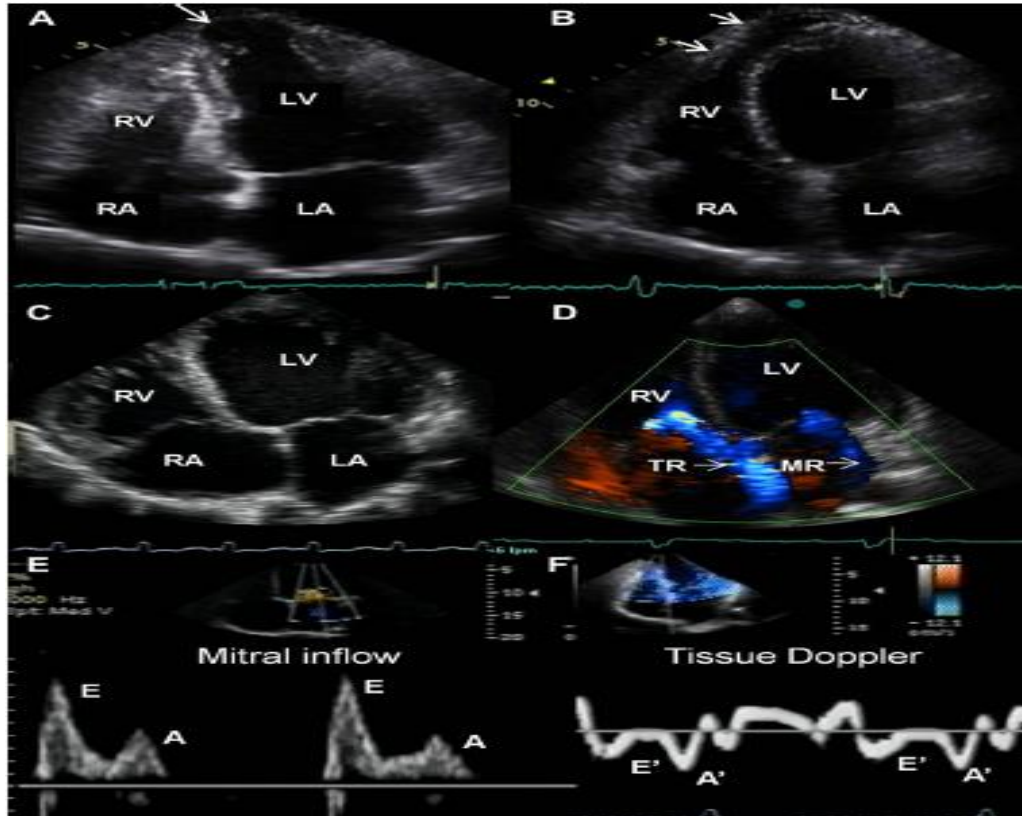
Imagens mostrando em (A) aneurisma apical do ventrículo esquerdo e (B) do ventrículo direito (setas); (C) dilatação de câmaras e (D) com regurgitação tricúspide (TR) e mitral (MR); (E) padrão de fluxo mitral com ondas E e A; e (F) imagem de Doppler tecidual do anel do septo mitral para o cálculo da relação  $(E/e')$  da velocidade de fluxo diastólico transmitral inicial (onda E) e a velocidade diastólica inicial do anel mitral ( $e'$ ). RV – ventrículo direito; LV – ventrículo esquerdo; RA – átrio direito; LA – átrio esquerdo. Adaptado de (NUNES, MCP et al., 2013)
